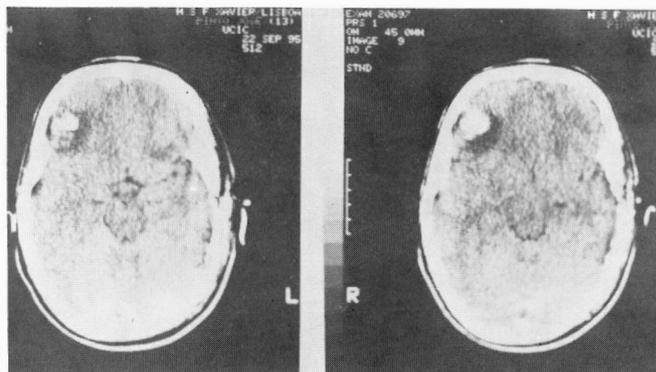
Traumatismos Craneanos - TAC craneoencefálica.
